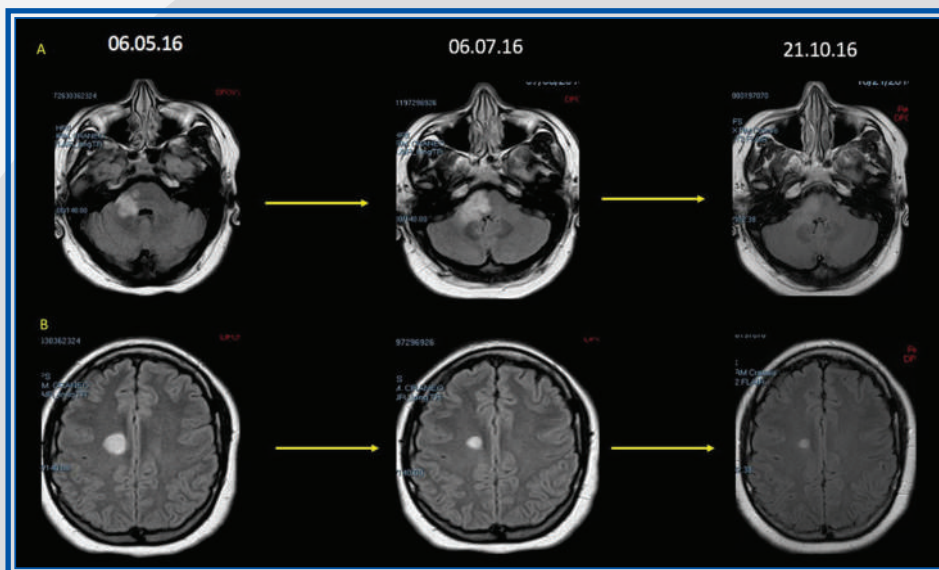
Capítulo 23. Evolución de lesiones desmielinizantes en IRM. Lesión hiperintensa en secuencias FLAIR (A) localizada a nivel hemipontino y en el pedúnculo cerebeloso medio derechos, con incremento en su tamaño de mayo a julio y posterior involución. Lesión hiperintensa en FLAIR en el centro semioval derecho (B) que disminuyó de tamaño en los estudios de seguimiento.
